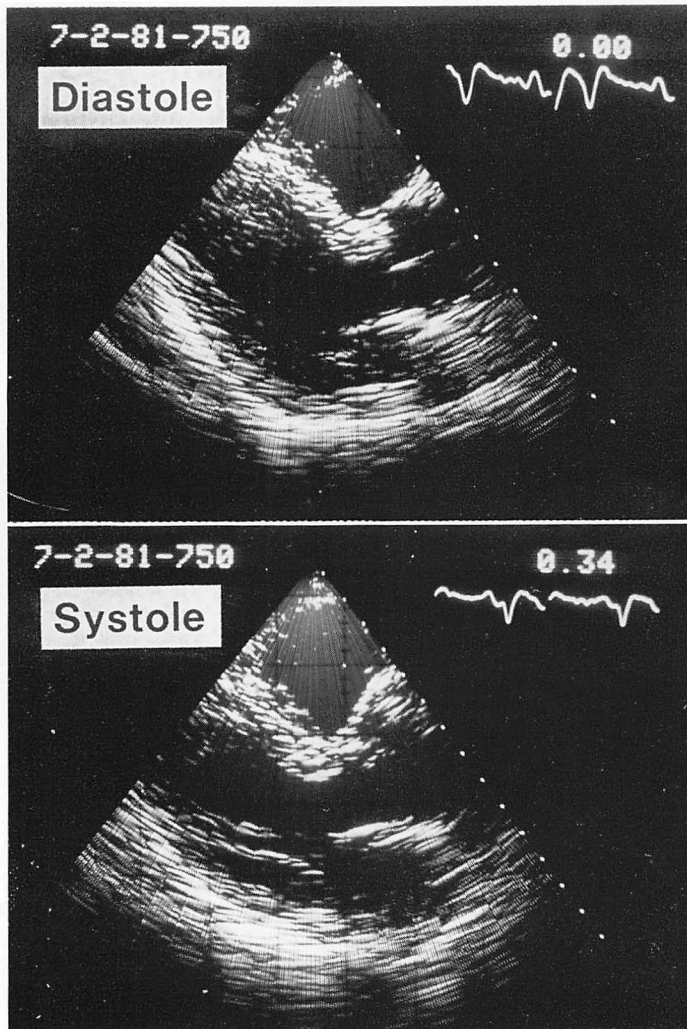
Long-axis view of two-dimensional echocardiograms in a case with small anterior infarction.
